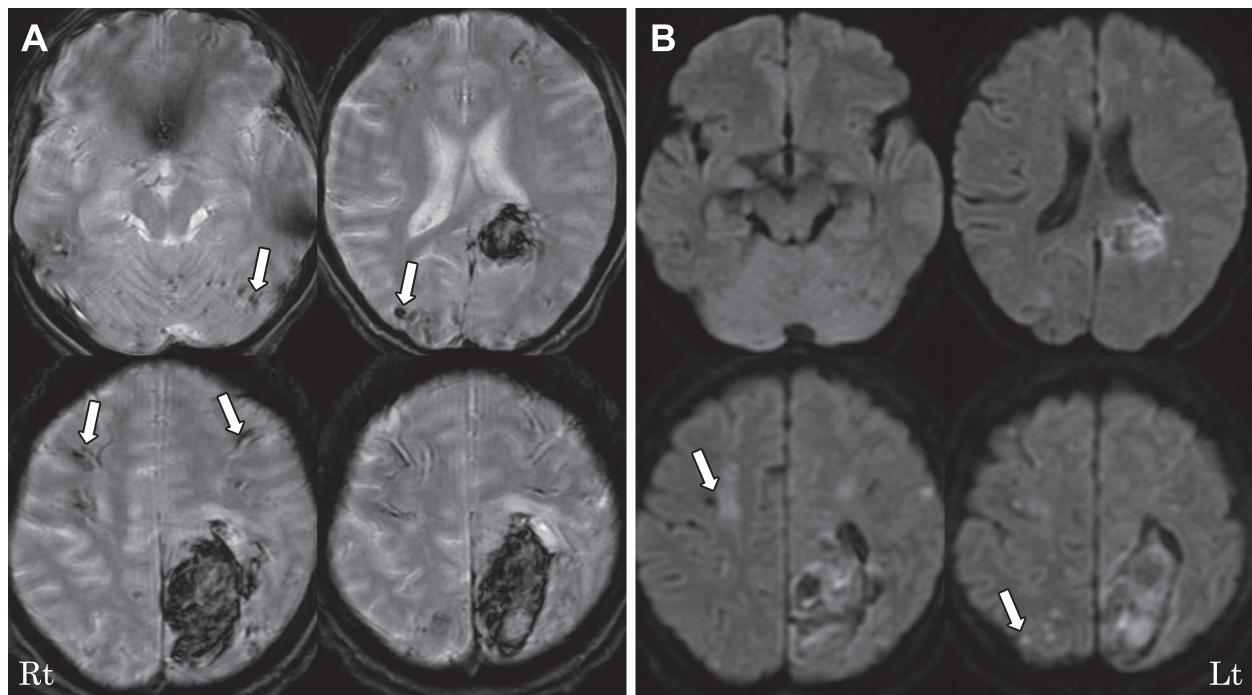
Brain MRI findings on admission (April 2017).
